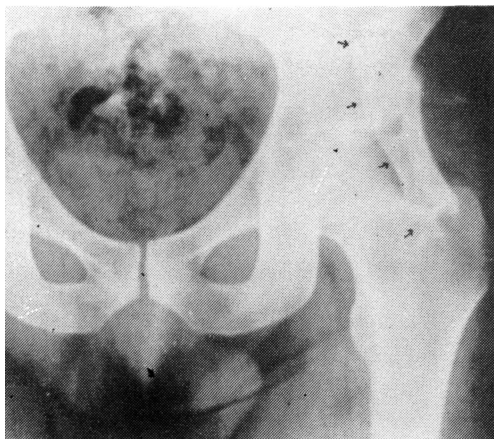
Radiografía de la pelvis del paciente donde puede observarse la gran exostosis que parte de la espina iliaca anteroinferior (flechas).
